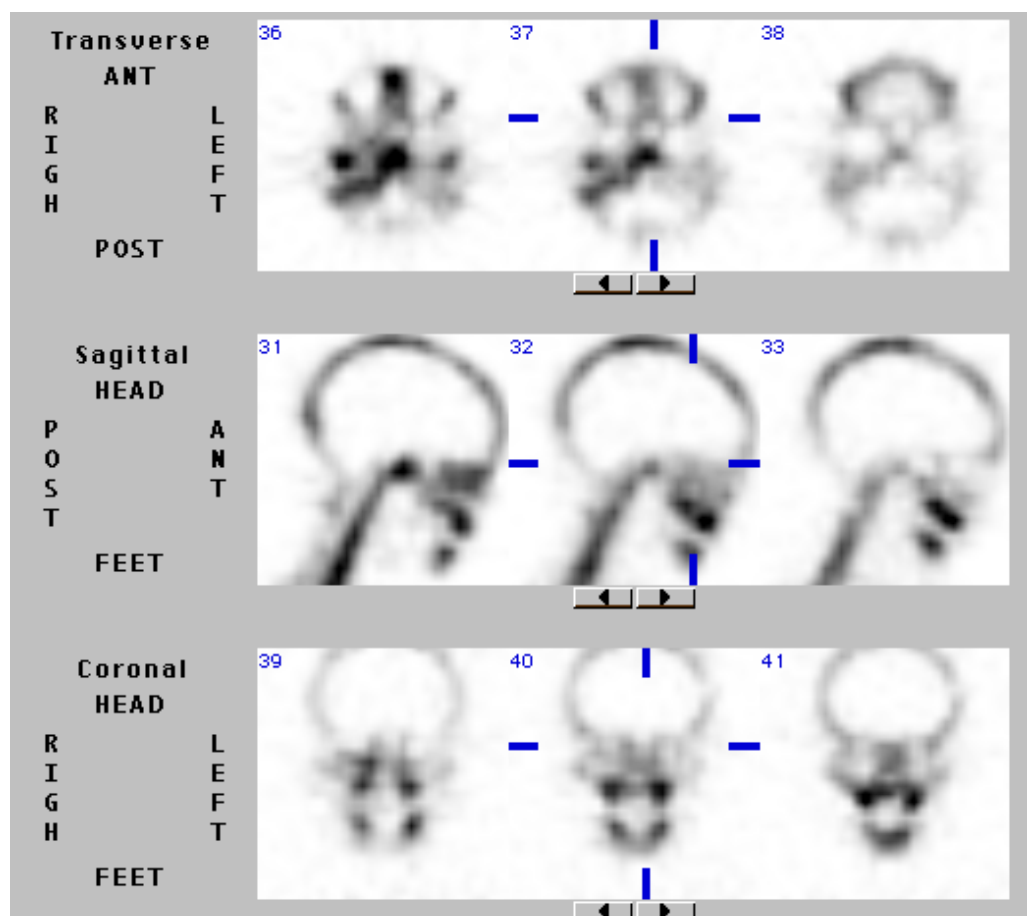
zeigt die SPECT-Aufnahmen, die 3,5 Stunden nach Gabe von 430 MBq Tc99m-HDP i. v. aufgenommen wurden. Diese Schnittbilder sind mit der Ein-Kopf-Kamera angefertigt worden. Zusätzlich zur planaren Szintigraphie kann man erkennen, daß die beschriebene Mehrbelegung im Ramus und Korpus der rechten Mandibula lokalisiert ist. Außerdem zeigt sich eine diskrete Mehrbelegung im Bereich des Processus alveolaris der Maxilla rechts sowie eine weitere fokale Mehrbelegung, die am ehesten auf den rechten Flügel des Keilbeines lokalisieren läßt.
